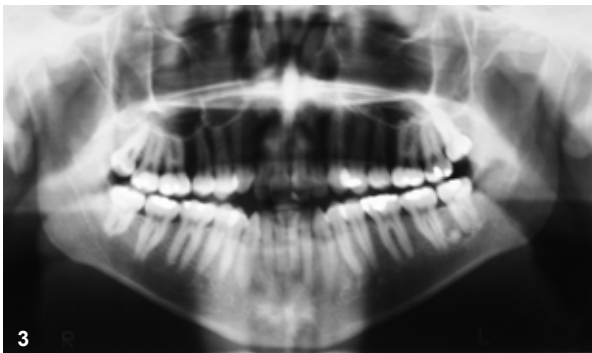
Radiografia panorâmica inicial (T1).
